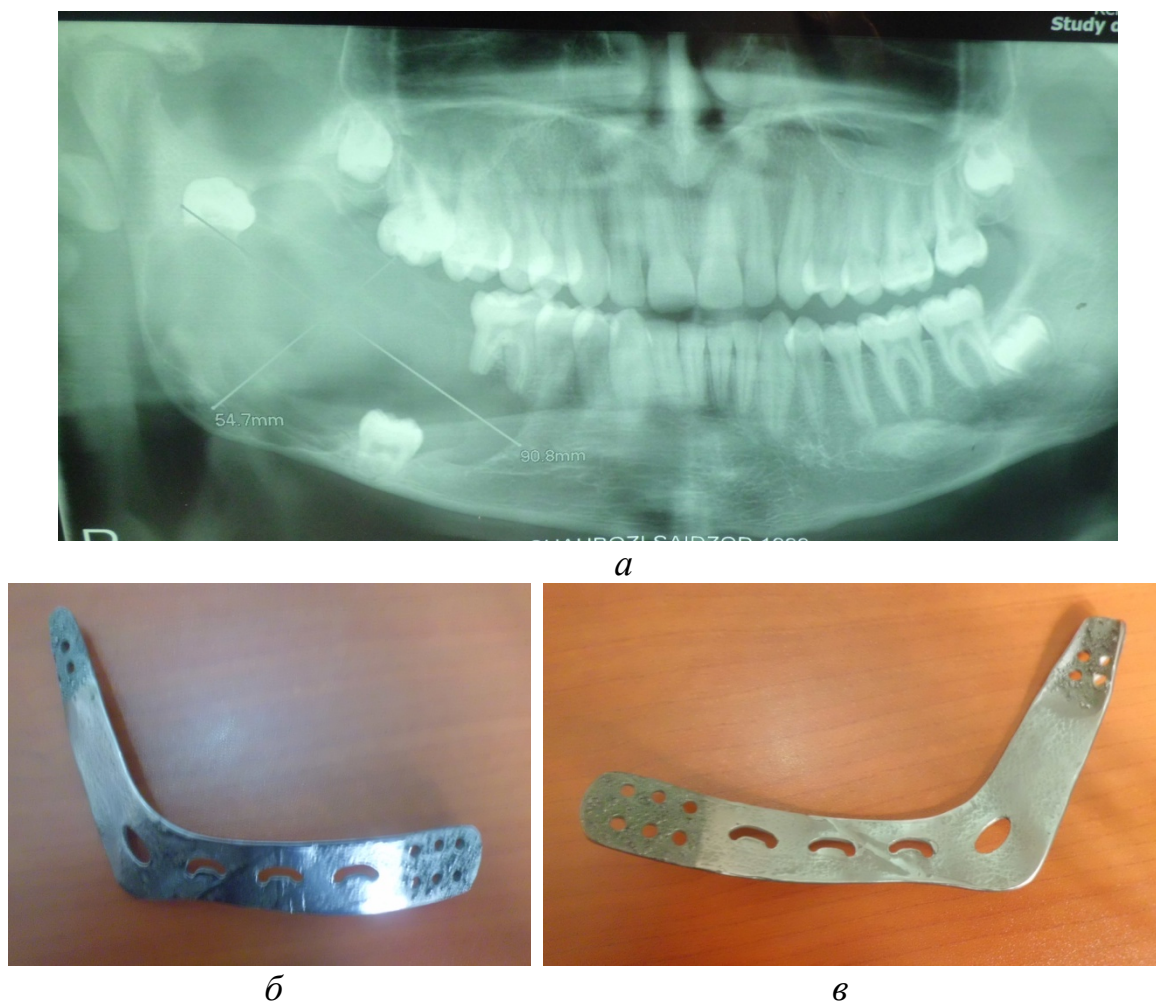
а – ортопантомограмма больного Ш., 17 лет, с диагнозом «Амелобластома нижней челюсти справа», опухоль занимает тело, угол и ветвь нижней челюсти;
